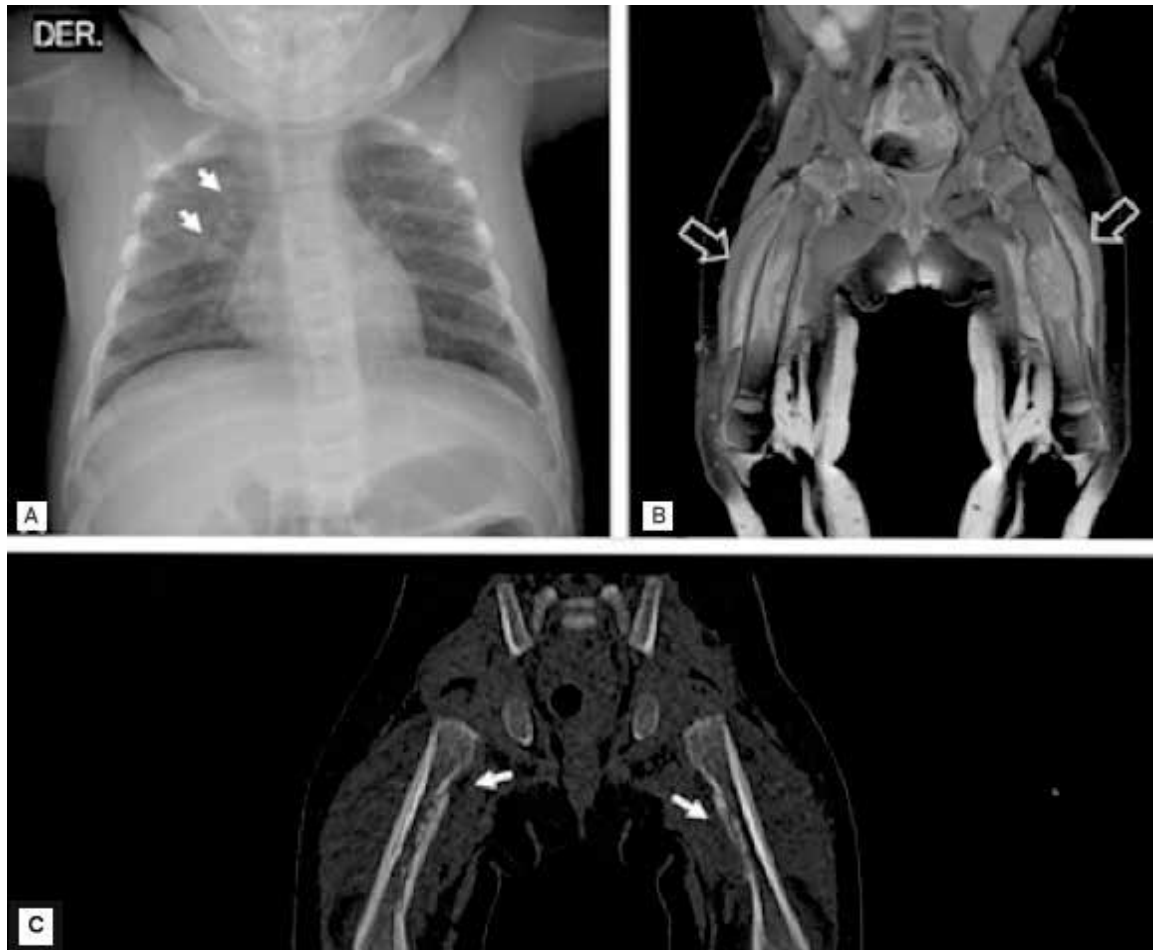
A) Radiografía de tórax con imágenes nodulares de predominio parahiliar derecho (flechas). B) Resonancia magnética en secuencia T1 *fat sat*, contrastada con importante realce óseo y de tejidos blandos en metáfisis femoral bilateral (flechas). C) En la tomografía simple en corte coronal se observa con mayor detalle el compromiso cortical con lesiones osteolíticas en metáfisis femoral bilateral (flechas).
